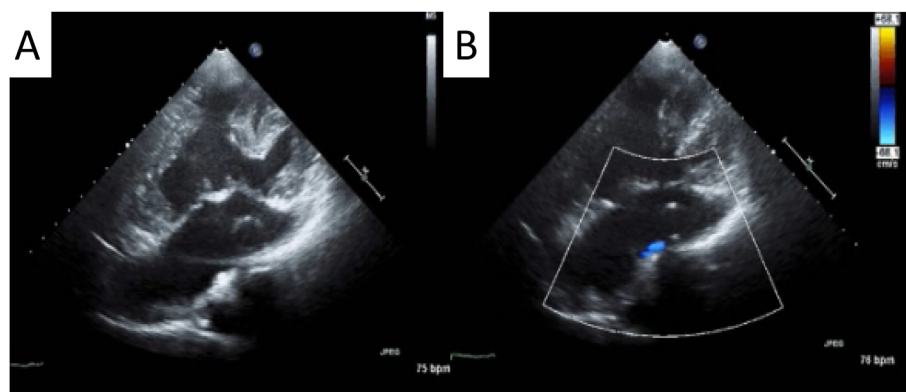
Postoperative transthoracic echocardiography
